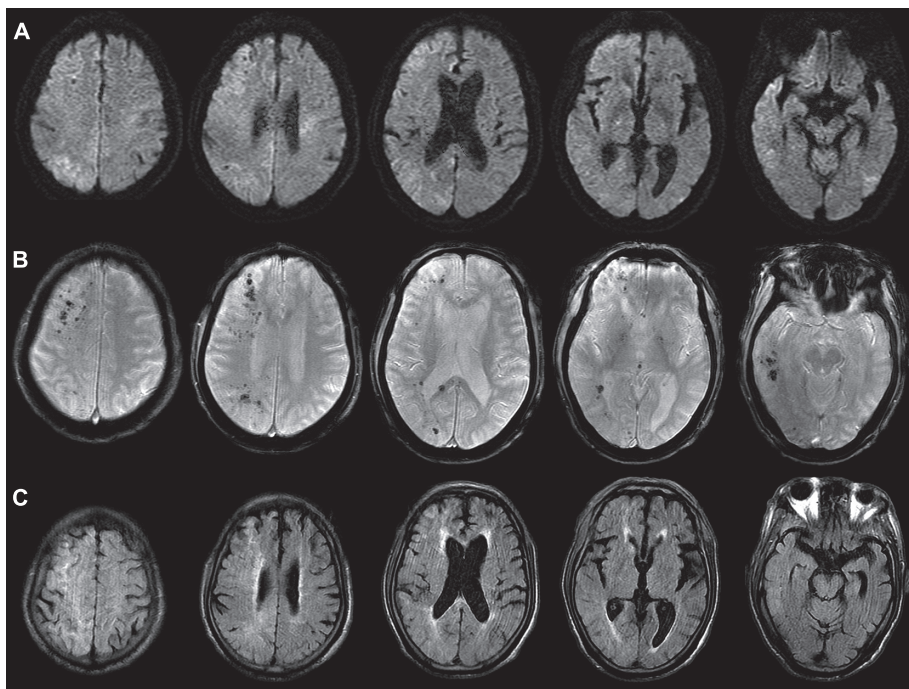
Brain magnetic resonance (MR) images after 2 hours from onset. (Signa Excite 1.5T, GE Healthcare) Diffusion weighted images (DWI) (Axial, 1.5T; TR 10,000 ms, TE 89.5 ms) showed slightly hyperintense lesions in the right cerebral hemisphere (A), and T₂* weighted images (Axial, 1.5T; TR 420 ms, TE 30 ms) showed many hypointense spots in the right cerebral hemisphere (B). Fluid attenuated inversion recovery (FLAIR) MR images (Axial, 1.5T; TR 8,000 ms, TE 130 ms) showed no abnormality (C).
